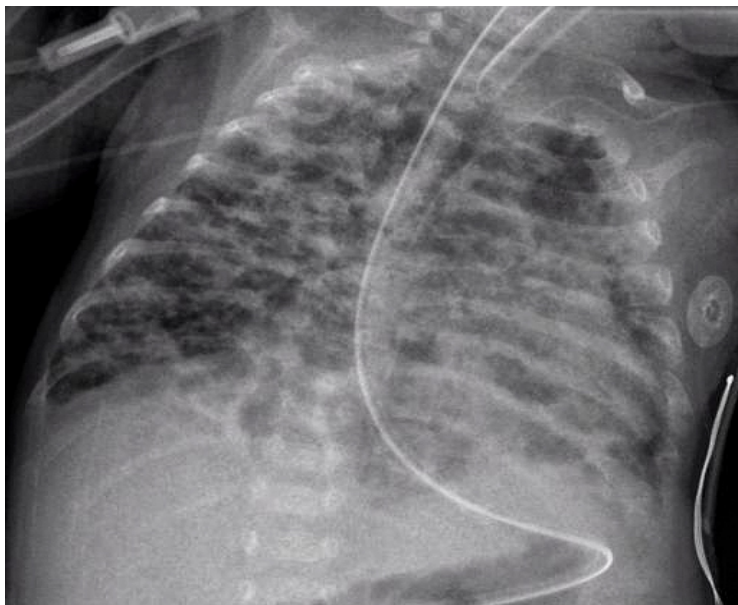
Radiografía de un paciente con DBP. Se pueden observar infiltrados intersticiales bilaterales, atrapamiento aéreo y enfisema intersticial.
